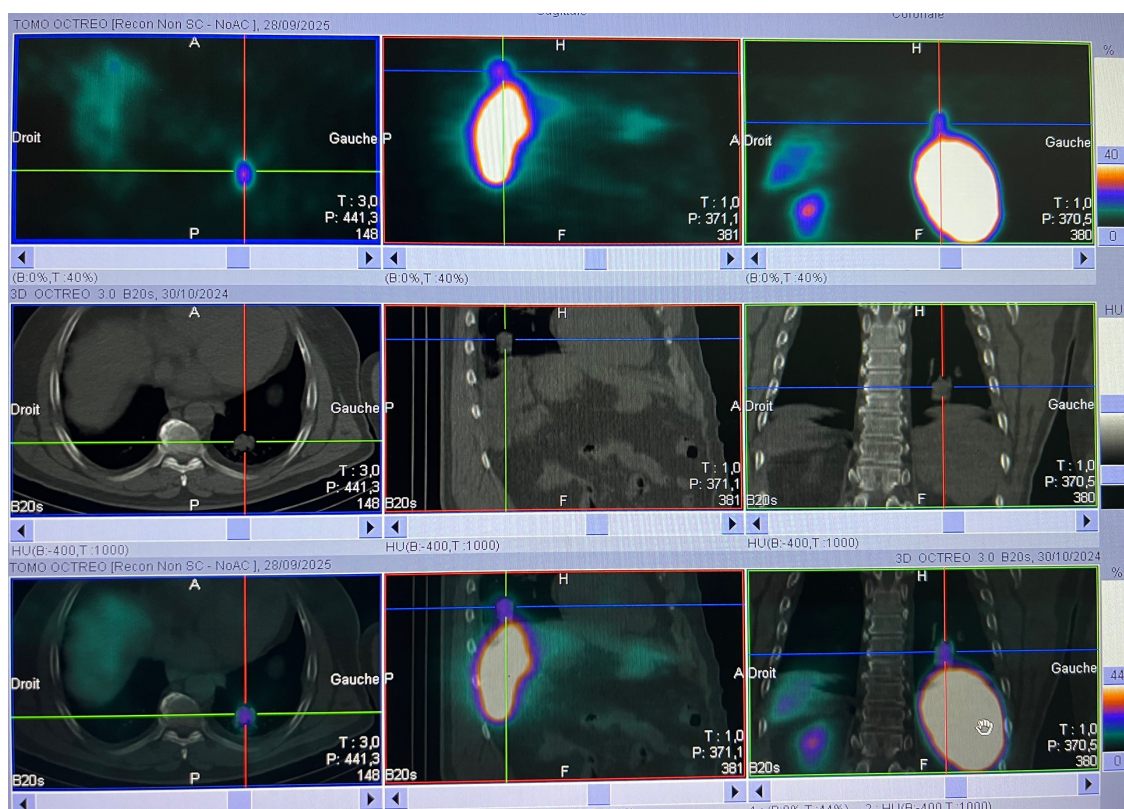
Tumeur neuroendocrine pulmonaire basilaire gauche suspectée à la TDM thoracique confirmée par le Tektroskan ; lors d'un bilan scintigraphique à la recherche de la tumeur primitive.
